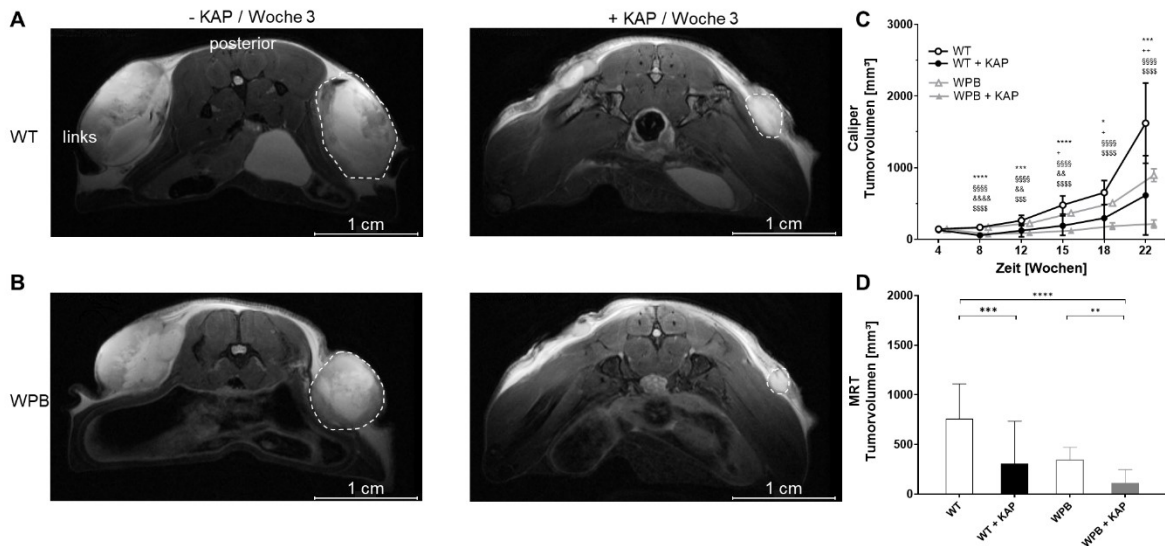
Bestimmung des anatomischen Tumorzvolumens mittels MRT und Caliper. Repräsentative MRT-Bilder (A, B; T2-gewichtet, axial) und quantitative Bewertung der Tumorzvolumens bestimmt mit Caliper (C) und MRT (D). NSG Mäuse mit s.c. PEK Flankentumoren, entweder mit WT oder WPB A431 Zellen, wurden drei Wochen lang mit oder ohne KAP behandelt. Die KAP Behandlung begann vier Tage nach der Injektion der Tumorzellen und wurde alle vier Tage wiederholt. Die KAP Behandlung führte zu einer signifikanten Verringerung des Wachstums der WT und WPB Tumoren während der dreiwöchigen Beobachtungszeit. Leere Symbole stehen für unbehandelte Tumoren, gefüllte Symbole für KAP behandelte Tumoren. Die Daten sind als MW \pm SD (n = 14-16 Proben pro Zeitpunkt) angegeben. Analyse (C) mit Zweifweg-ANOVA gefolgt vom Bonferroni Post-hoc Test für Mehrfachvergleiche. WT *p \leq 0,05; *p \leq 0,001; p \leq 0,0001 vs. WT+KAP. WT +p \leq 0,05; ++p \leq 0,01 vs. WPB. WT §§§§p \leq 0,0001 vs. WPB+KAP. WT+KAP &p \leq 0,01 vs. WPB. WBP §§§§p \leq 0,001; §§§§p \leq 0,0001 vs. WPB+KAP. Analyse (D) mit Kruskal-Wallis Test für nicht-normalverteilte Proben mit Dunn's Post-hoc Test.  p \leq 0,01; * p \leq 0,001;  p \leq 0,0001. Die gestrichelte Linie markiert das rechte Tumorzvolumen.
